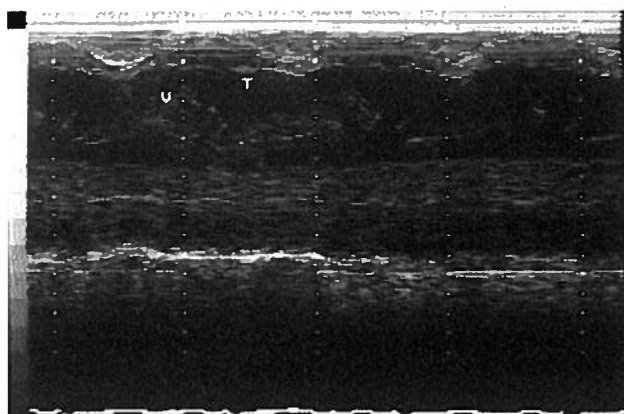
Ecocardiograma M-Mode. Massa vegetante aderente ao folheto septal da válvula tricúspide
